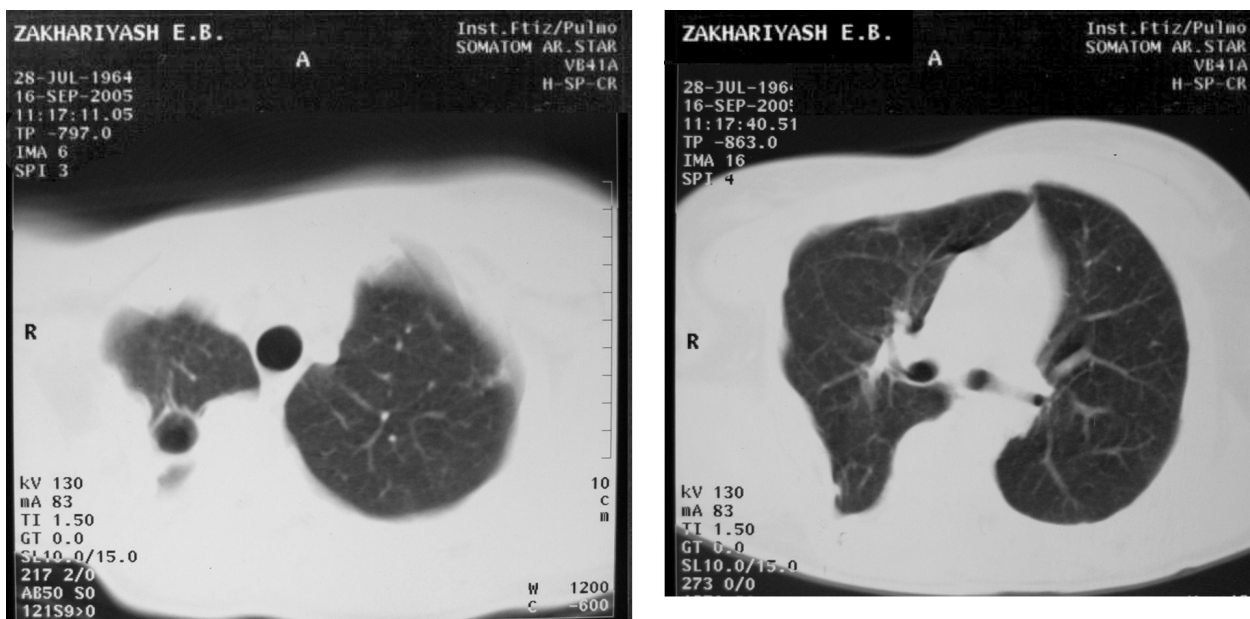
Комп'ютерна томограма хворої З. (№ іст. 2138) після II етапу оперативного лікування
